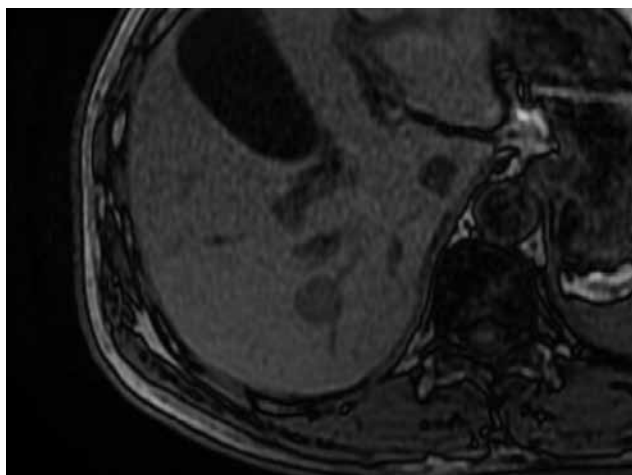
d MRI GRE T1強調画像 opposed phase
